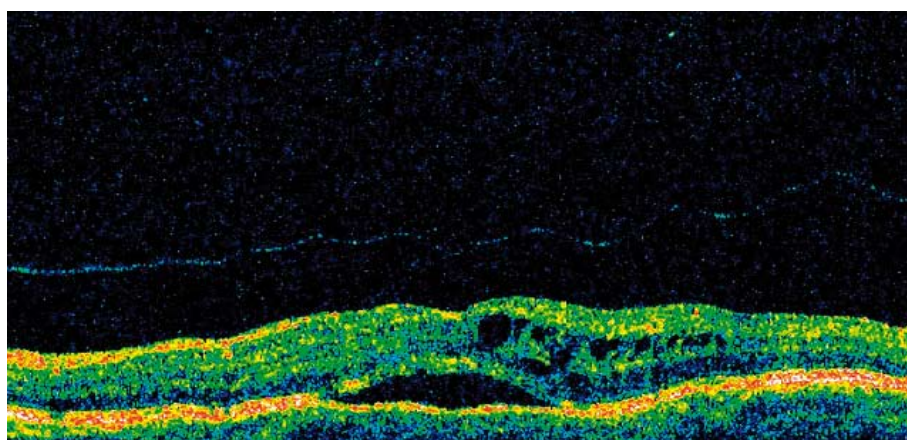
Tomografía de coherencia óptica (OCT) demostrando la presencia de quistes retinales sin evidencia de tracción vitreoretinal.
